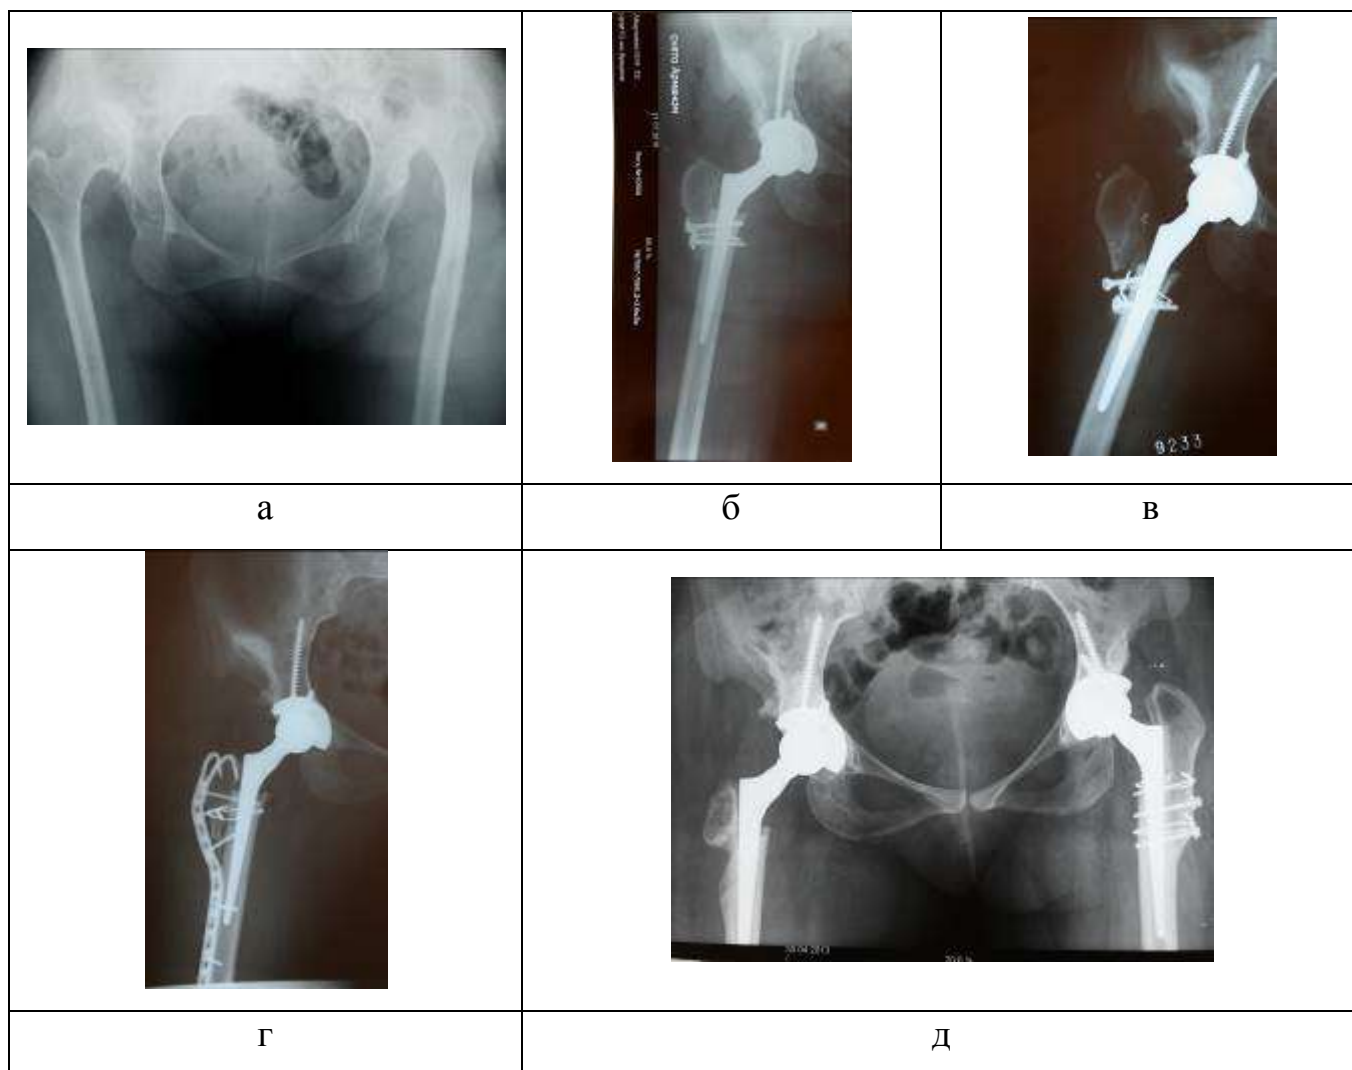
Рентгенограммы пациентки А., 32 лет, с двусторонним полным вывихом бедра: а – до операции; б – сразу после операции на правом тазобедренном суставе; в – через 3 месяца произошло смещение большого вертела; г – фиксация большого вертела вильчатой пластиной; д – сращение большого вертела через 3 года и аналогичная операция на левом суставе (2,5 года)
